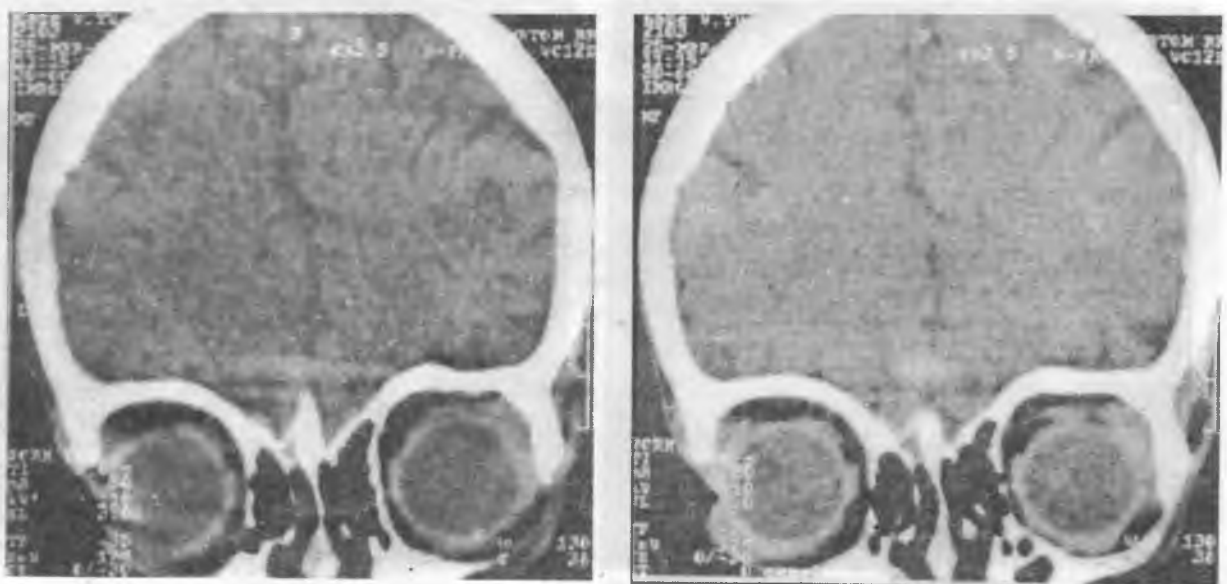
Компьютерная томограмма больного Г., 5 лет, после операции.
